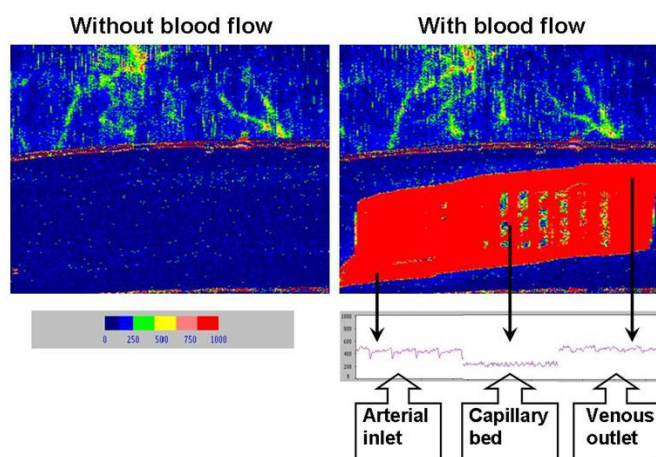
Laser Doppler scanning del device impiantato; il flusso ematico perfonde omogeneamente il device con un pattern di flusso “fisiologico”. La color scale bar rappresenta il range di flusso relativo in crescendo (colore blue fino al colore rosso).
